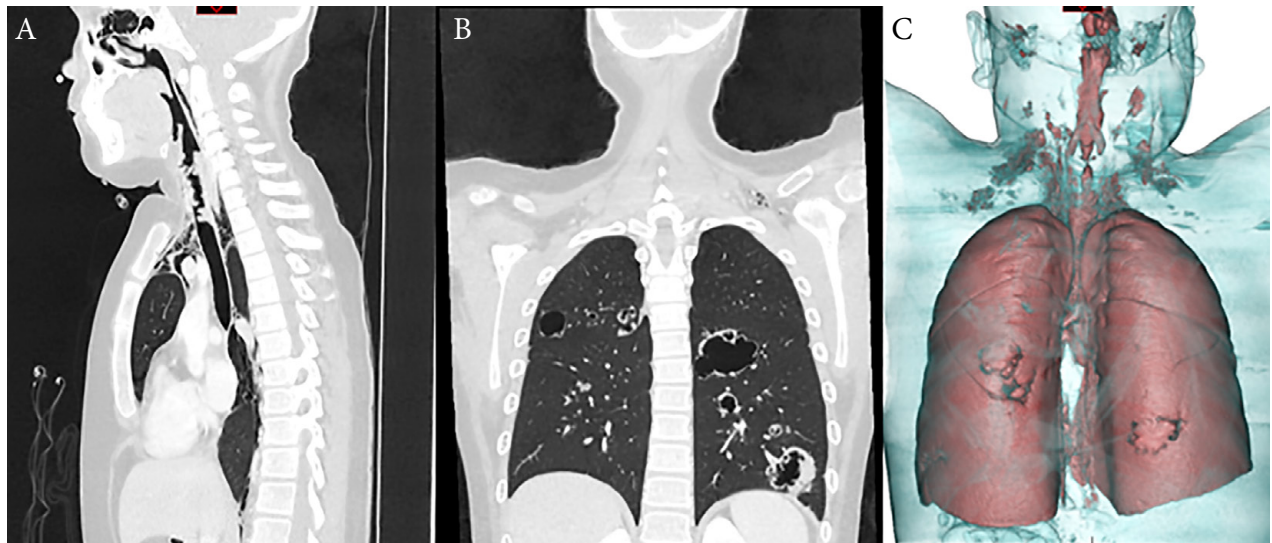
Imágenes de tomografía de cabeza, cuello y tórax. (A) Se aprecia a nivel de faringe y tráquea múltiples nódulos que estenosan la luz. (B) y (C) se observan formaciones quísticas en ambos campos pulmonares, además de neumomediastino con enfisema del tejido subcutáneo a nivel cervical.
